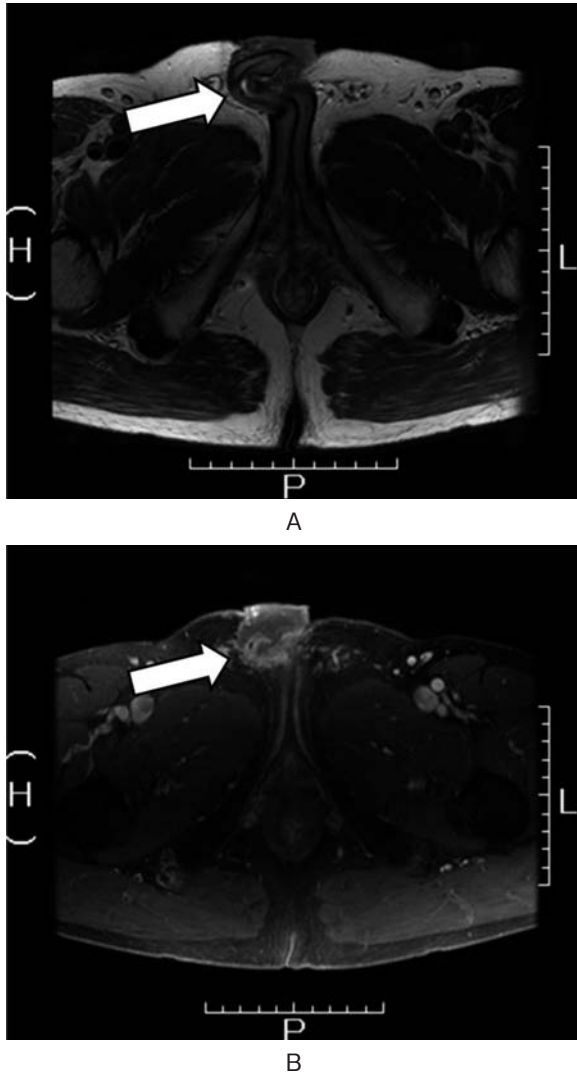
MRI showed thickened and enhanced urethral wall at the site of stricture (A: T2-weighted image, B: early phase) (arrows indicate the lesions).
